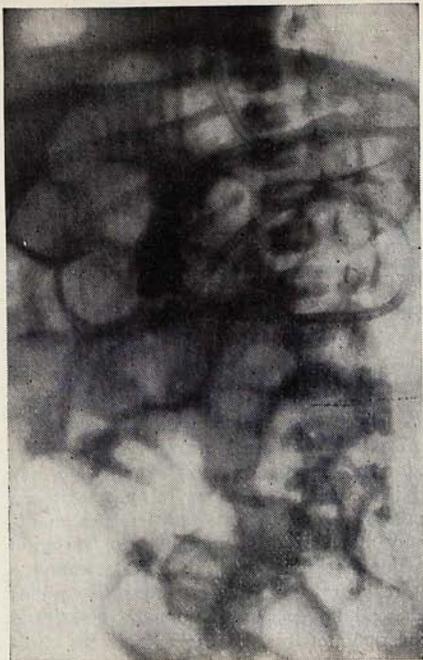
Sonda lastrada con perdigones y situada en el estómago. Radiografía practicada a las veinticuatro horas de efectuar la aspiración gástrica. Las dilataciones intestinales, aunque han disminuído con dicha aspiración, continúan siendo muy manifiestas.
